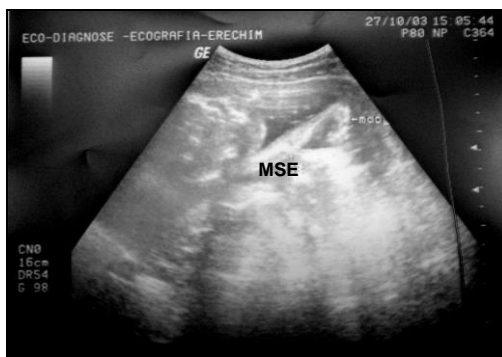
Ultra-sonografia com 21 semanas com alteração no alinhamento do membro superior esquerdo e fixo.
